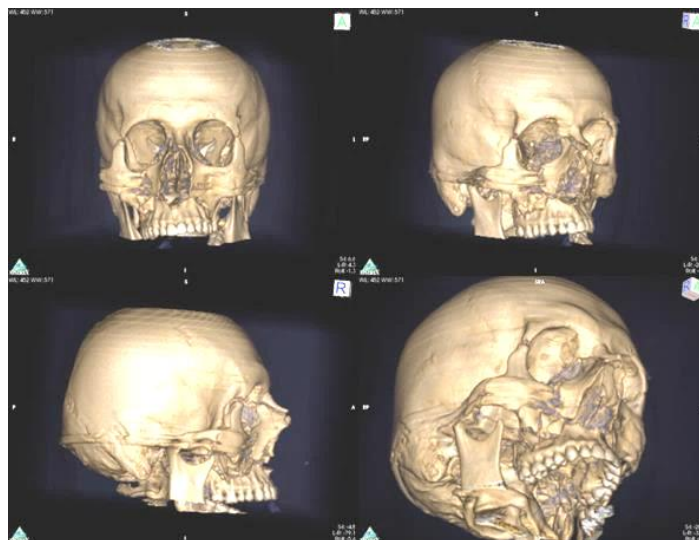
Перелом скуловерхнечелюстного комплекса справа. 3D-модель результатов МСКТ
